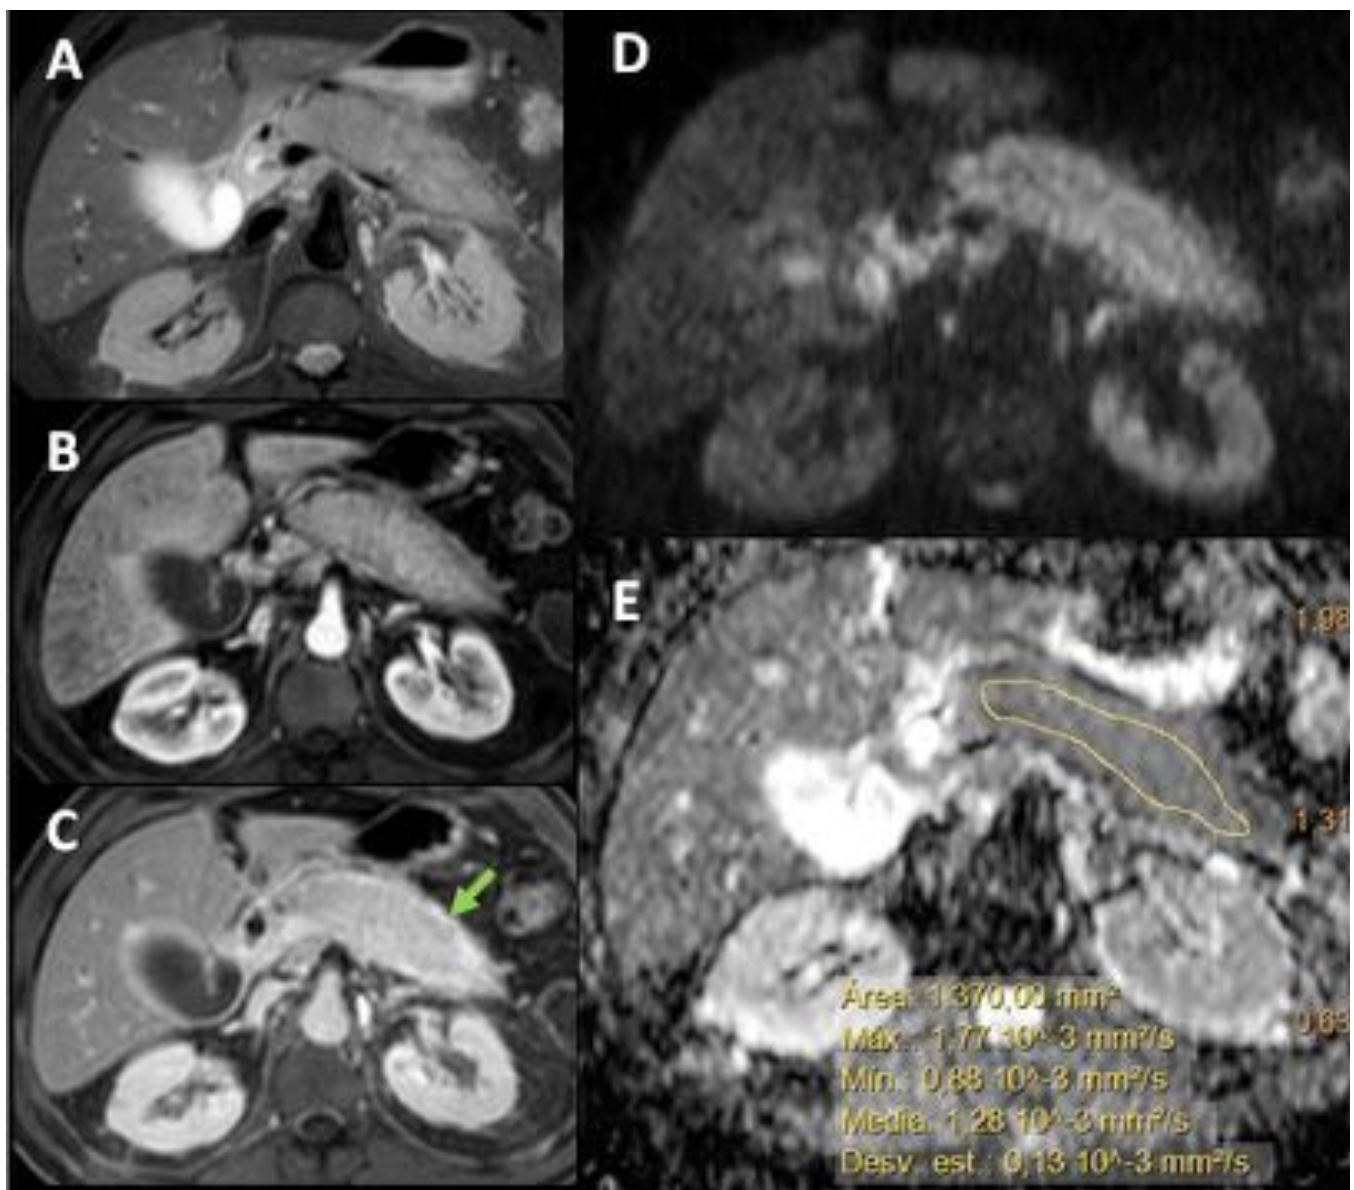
Pancreatitis autoinmune con afectación difusa. A: imagen transversal de RM STIR que muestra parénquima pancreático con señal aumentada respecto al hígado, por inflamación. B y C: imágenes transversales de RM T1 con supresión grasa, en fases arterial tardía y equilibrio en las que destaca realce tardío y progresivo del páncreas, con pseudocápsula fibrosa (flecha). D y E: imágenes de RM, difusión (b 1000) y mapa de ADC que muestran restricción de la difusión.
